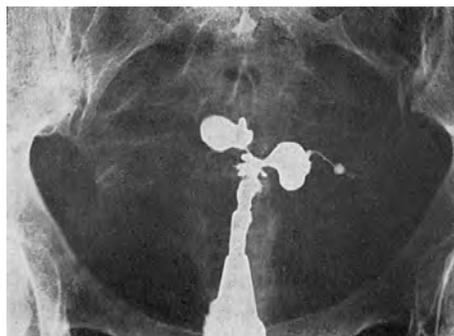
Рентгенологическая картина туберкулеза половых органов
